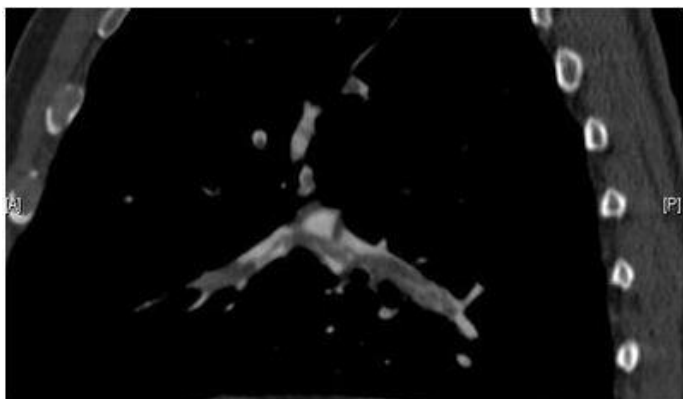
Obraz tomografii komputerowej spiralnej klatki piersiowej z użyciem kontrastu radiologicznego wykazujący liczne defekty wypełnienia zarówno przy rozwidleniu (zatorowość płucna „siodła”), jak i w tętnicach płucnych.
